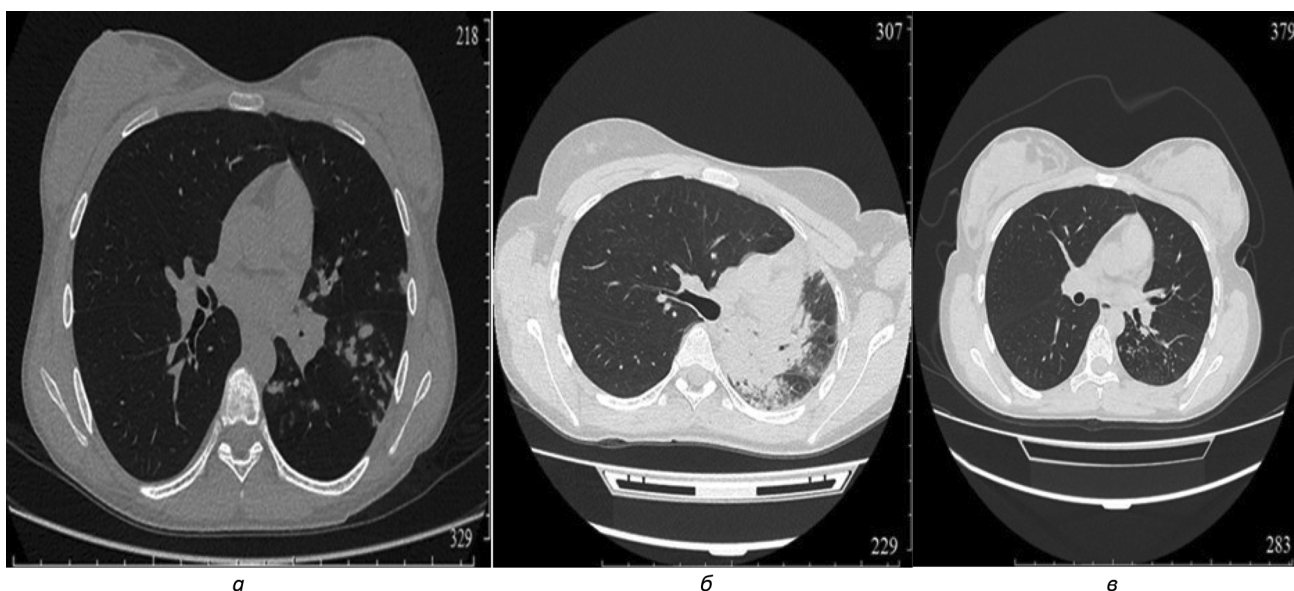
Аксиальная проекция компьютерной томографии грудной клетки на уровне главного бронха при поступлении (14.04.2019) (а), отрицательная динамика до (27.09.2019) (б) и после (23.12.2019) (в) завершения процедуры баллонной дилатации: б – компьютерная томография грудной клетки выявила стеноз левого главного бронха с коллапсом левого легкого; в – компьютерная томография грудной клетки через 16 нед. после проведения метода баллонной дилатации с остаточным стенозом левого главного бронха и повторным расширением левого легкого
